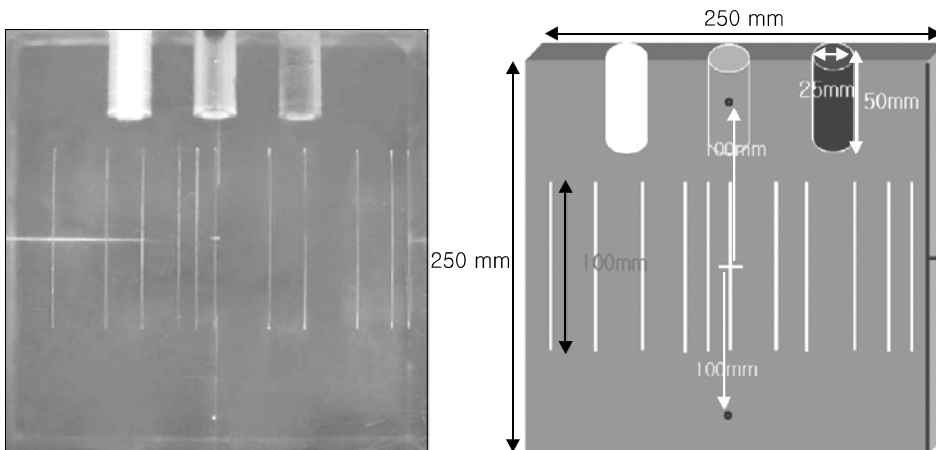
The manufactured CT QA phantom.
